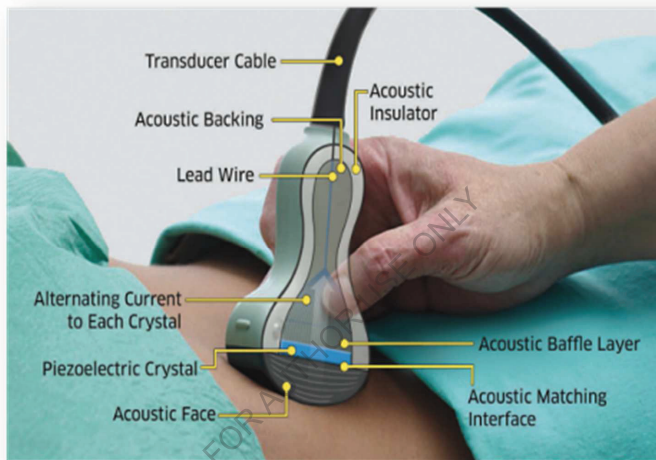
Transducteur à usage médical, transducteur à ultrasons.
